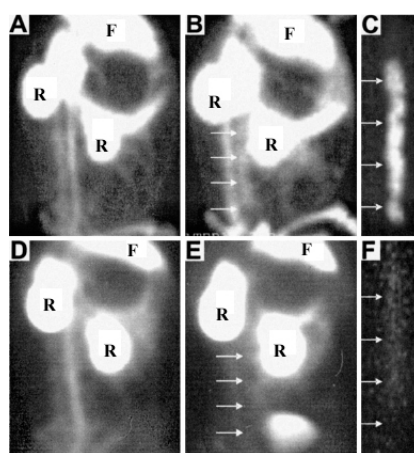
Images scintigraphiques obtenues *in vivo* chez le lapin avec ^{99m}Tc-Annexine V (Kolodgie 2003).
